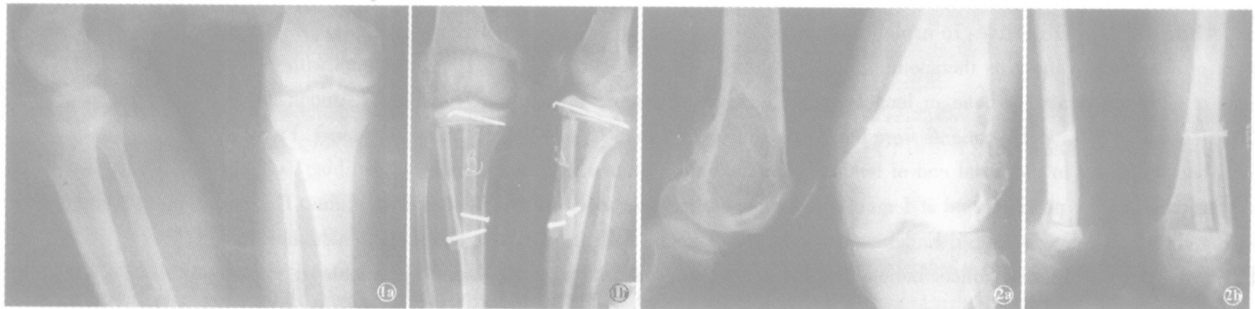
男,24岁,胫骨上端骨巨细胞瘤 1a 术前 X线侧位及正位片 1b 肿瘤扩大切除,吻合血管的自体腓骨、髌骨联合移植术后 X线正侧位片 图 2 男,32岁,股骨下端骨巨细胞瘤 2a 术前 X线片 2b 肿瘤扩大切除,吻合血管的自体腓骨、髌骨联合移植术后 X线片
